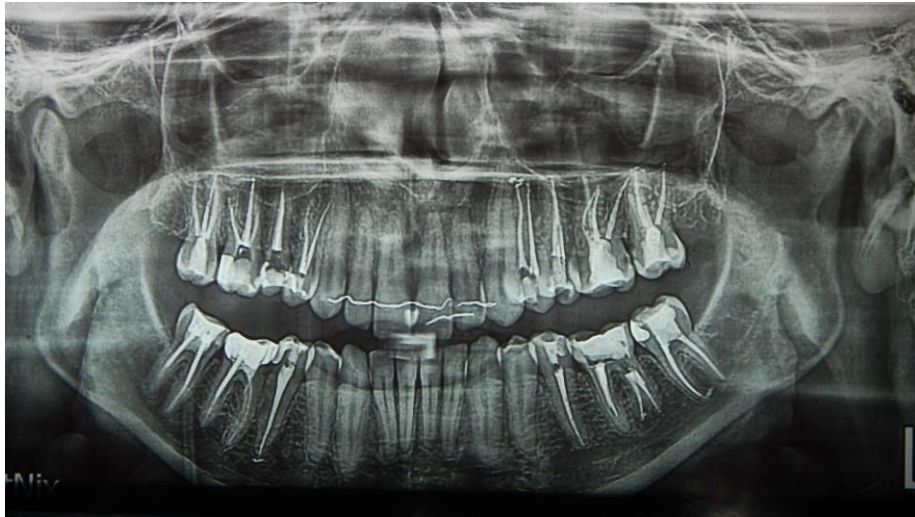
Хвора М., 35 р. Ортопантомограма після оклюзійної та сплінтлайн терапії
